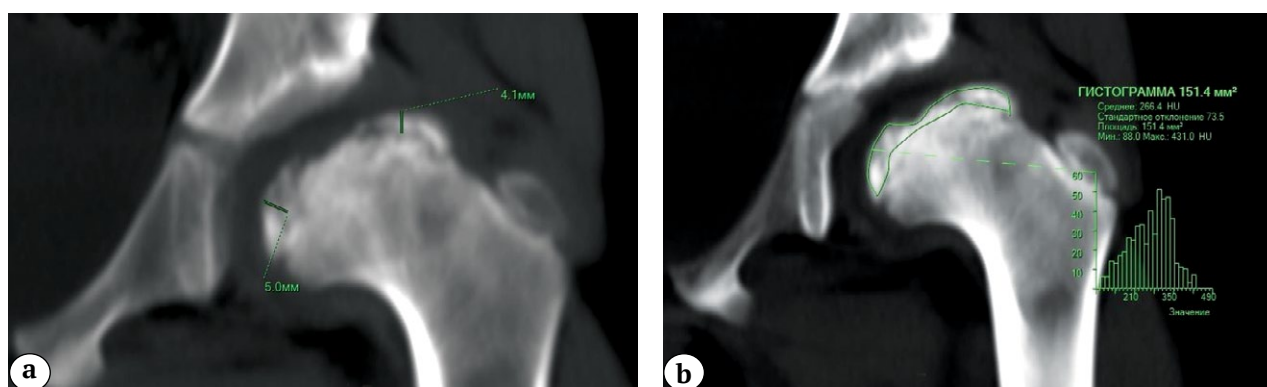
МСКТ тазобедренных суставов у пациента с болезнью Пертеса (Catterall IV) и подвывихом бедра: а — методика измерения зоны субхондрального некроза; б — оценка денситометрических показателей плотности головки бедренной кости с использованием гистограммы выделенного объема исследуемой зоны
